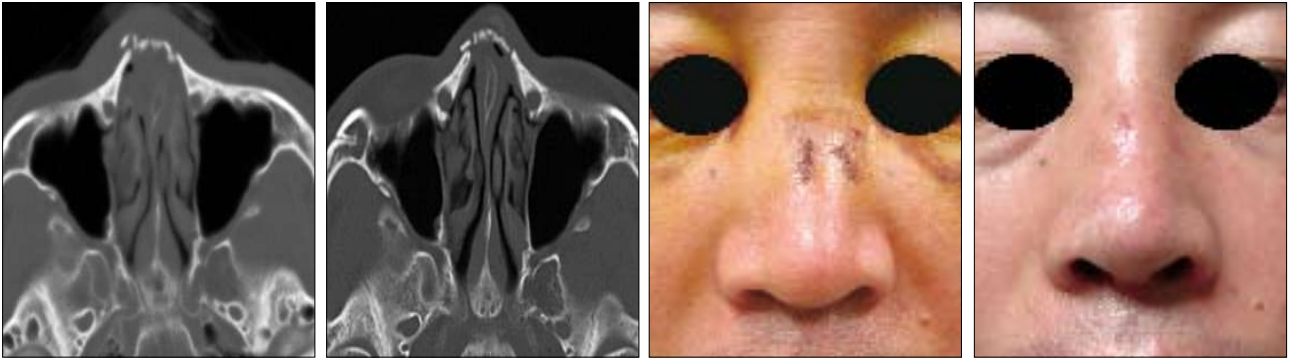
Difficult case of nasal bone fracture: irreducible nasal bone fracture. (Left) Preoperative computed tomography (CT) showing fracture segment overlapping the right nasal surface, irreducible by closed reduction. (Left, center) Postoperative 3 months CT showing concomitant lateral osteotomy on right nasal bone to acquire mobilization of the fracture segment and augmentation rhinoplasty with silicone implant. (Right, center) Preoperative clinical photo of nasal dorsum collapse. (Right) Postoperative 3 months clinical photo of well maintained nasal contour without saddle nose deformity.
